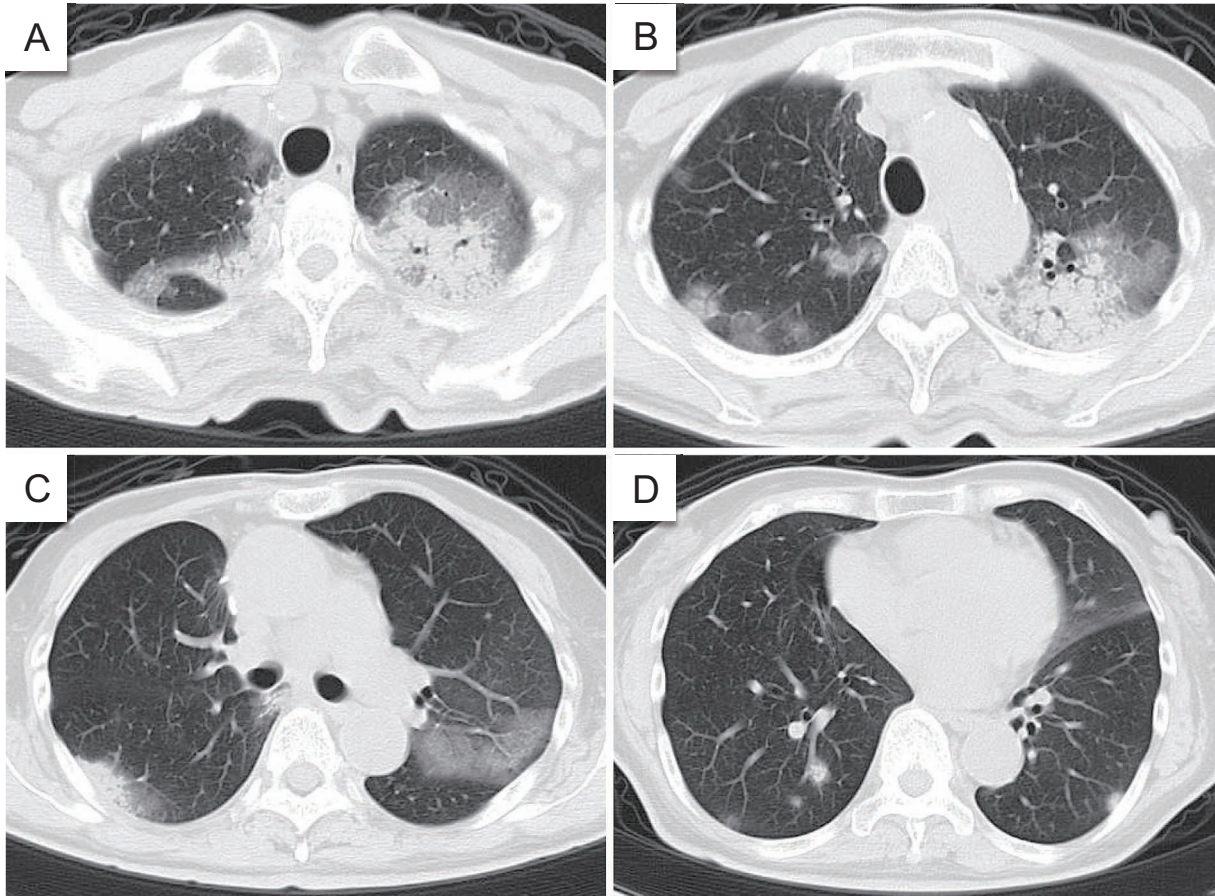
CT four months after nivolumab treatment showed the appearance of an infiltrative shadow in the left upper lung and multiple patchy infiltrative shadows in the bilateral subpleural region.
